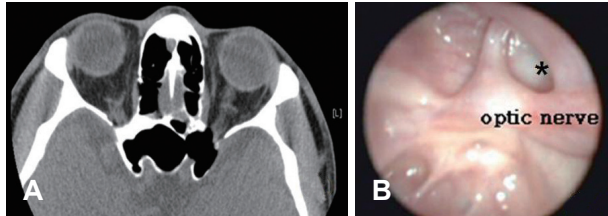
Post-operative CT and endoscopic findings. Axial CT shows a well-aerated anterior clinoid process (A). Endoscopic finding shows well-opened anterior clinoid process (asterisk) with optic nerve (B).
